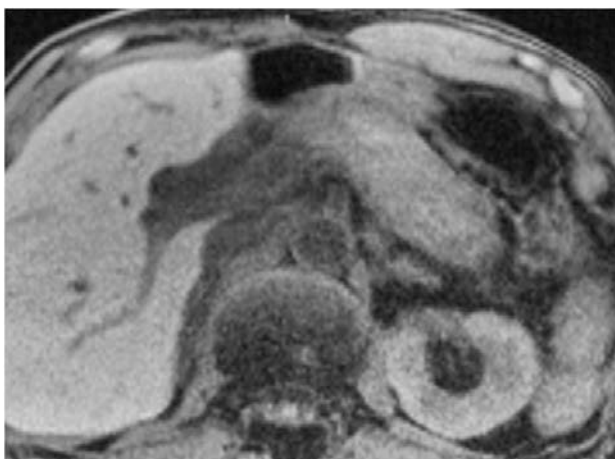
MRI-T1強調像（脂肪抑制併用）。膵体尾部の腫大と信号低下を認める。
